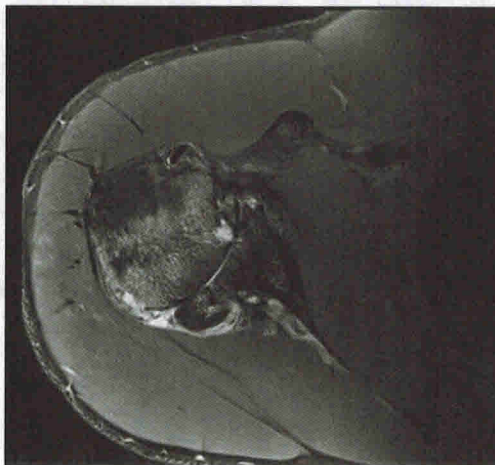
Магнитно-резонансная томография с осевой нагрузкой по T2, демонстрирующая остеоартрит с задним сдвигом плечевой кости и почти полной потерей хондры
